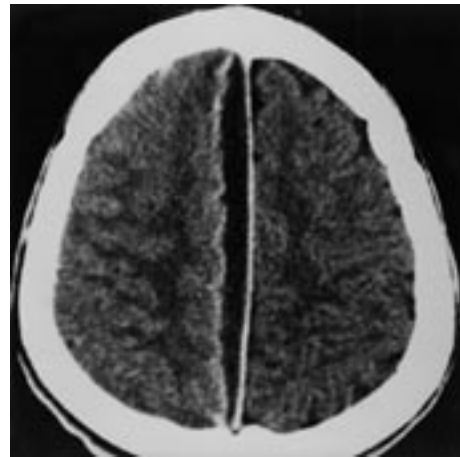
Tomografia computadorizada craniana com contraste, apresentando lesão hipodensa na região parasagital direita, compatível com empiema subdural inter-hemisférico, em paciente com sinusopatia frontal.
